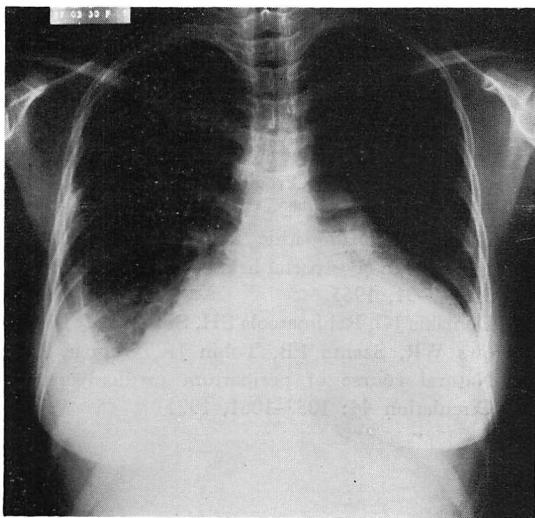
Chest roentgenogram taken at the age of 20 years (August, 1982).
